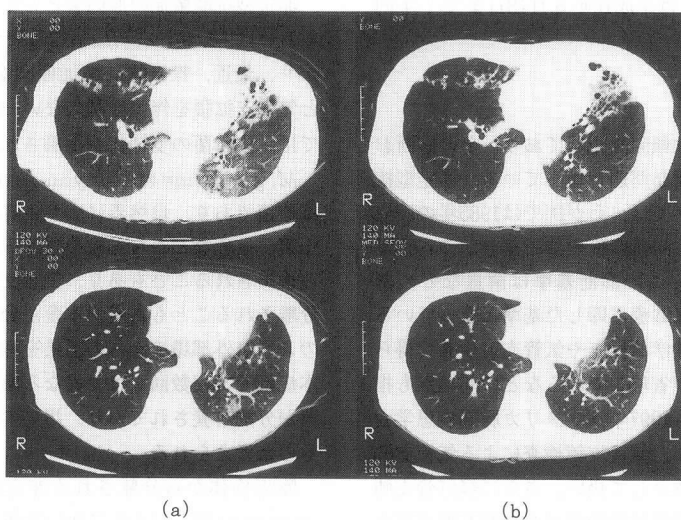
Chest CT (a) on admission and (b) after treatment with RFP, EB and CAM for 3 months and with SPFX for last 2 months in addition.
